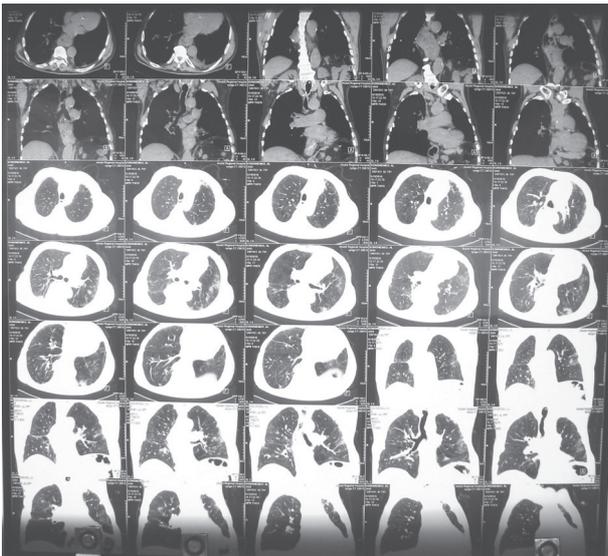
Фрагменты мультиспиральной компьютерной томограммы грудной клетки больного К-о А.Л., 79 л. от 19.05.2010 г. Описание в тексте.
